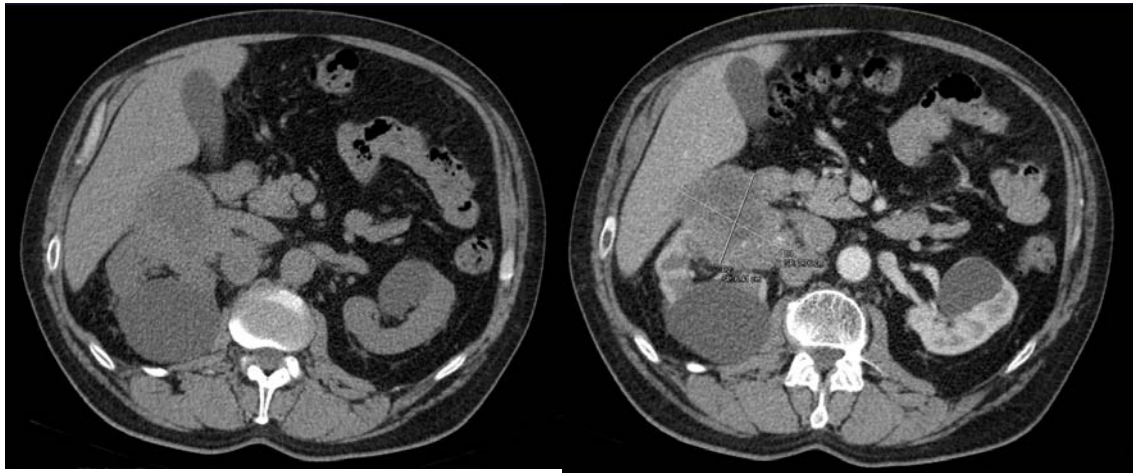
En la primera imagen es una TC sin contraste donde se visualiza tumoración en cara anterior de tercio medio de riñón derecho con probable infiltración de hilio renal que engloba la vena y arteria renal derecha. Tras la administración de contraste IV se confirma el diagnóstico. (Archivo personal del Dr. Cabezudo Hernando).
